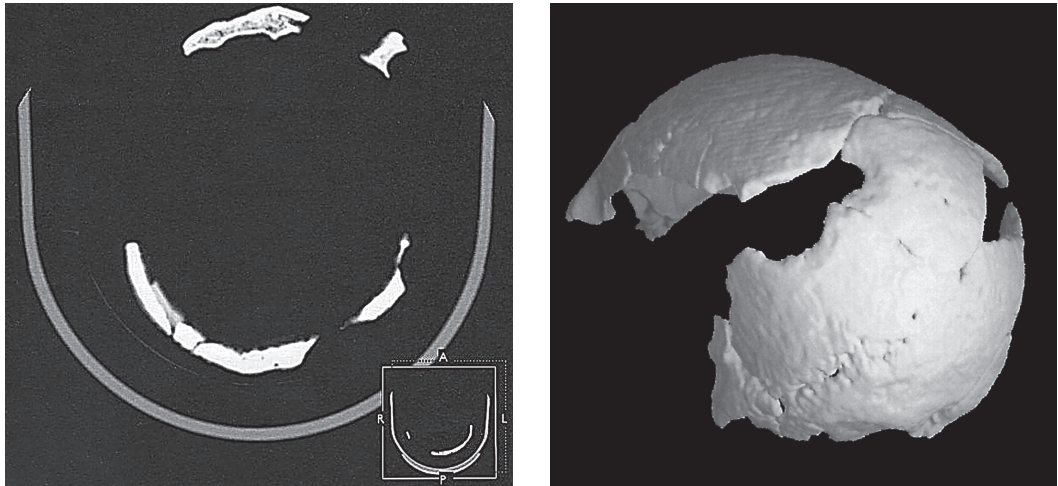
Jechtingen (Grab 72, adult, männlich): a (links): CT-Darstellung des Schädels in axialer Schnittlinie (1,0 mm). Schräge, glatte Schnittführung der vermutlichen Schabetrepanation deutlich zu erkennen. Spärliche Hinweise auf Einsetzen des Verheilungsprozesses. b (rechts): 3D-CT Rekonstruktion mit Darstellung des Trepanationsdefektes.
